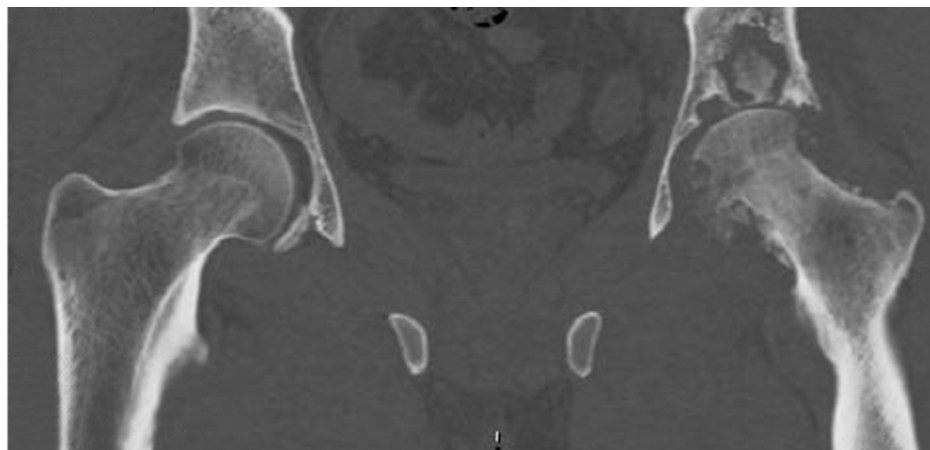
Обзорная рентгенограмма левого тазобедренного сустава в прямой проекции. Первичные туберкулезные очаги в теле подвздошной кости у взрослого пациента, открывающиеся в полость сустава, содержащие секвестры. Суставная щель сужена
